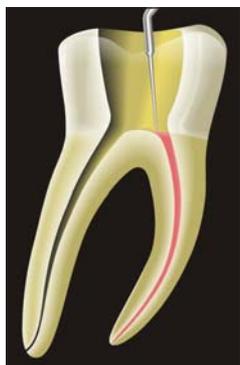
Punta de ultrasonido HELSE, istmo removiendo gutapercha.
